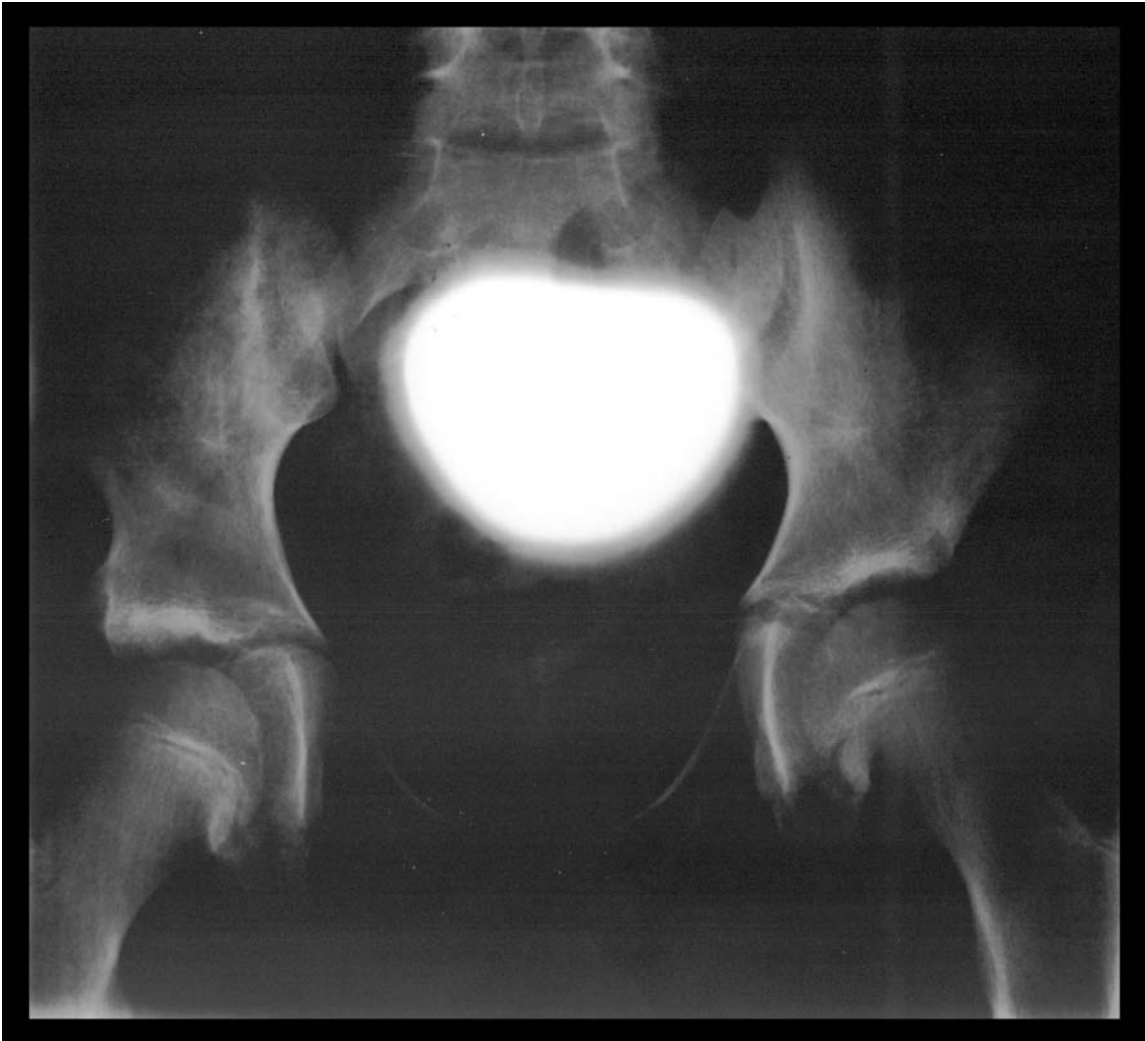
Röntgenbild zum Zeitpunkt der Nachuntersuchung
